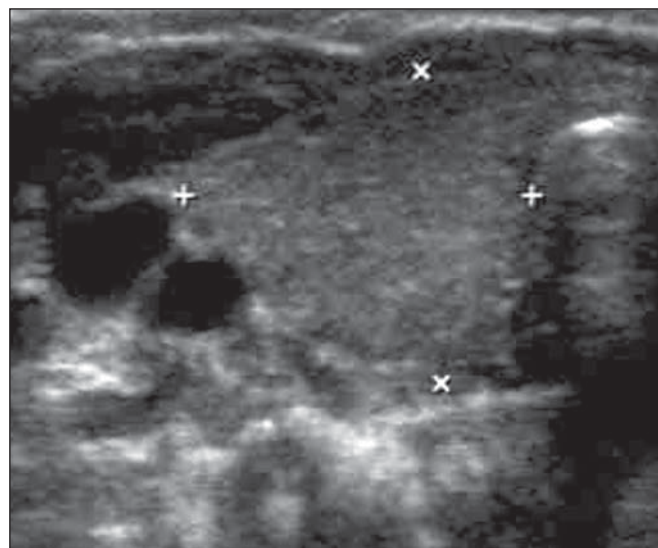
Ultrassonografia da região cervical. Observar o lobo tireoidiano direito (entre os marcadores) de uma criança assintomática. A ecotextura e as dimensões estão preservadas.
